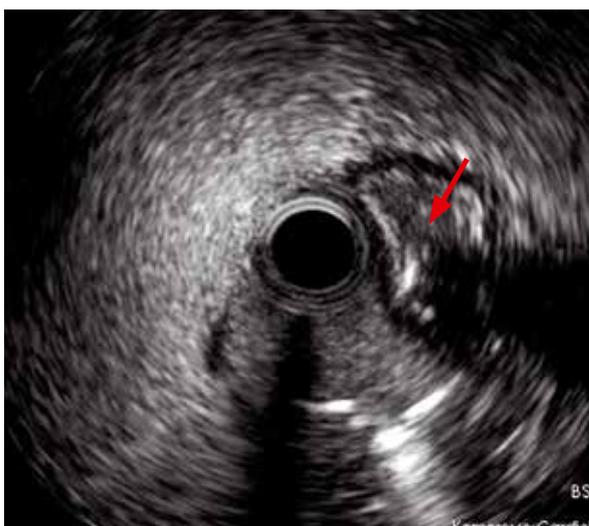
ВСУЗИ на уровне среднего сегмента ПКА (стрелкой обозначен истинный просвет коронарной артерии).
